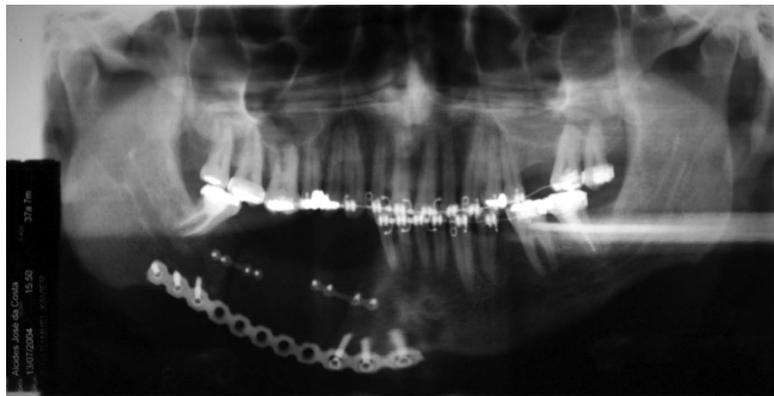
Radiografia panorâmica de acompanhamento pós operatório de 06 meses
